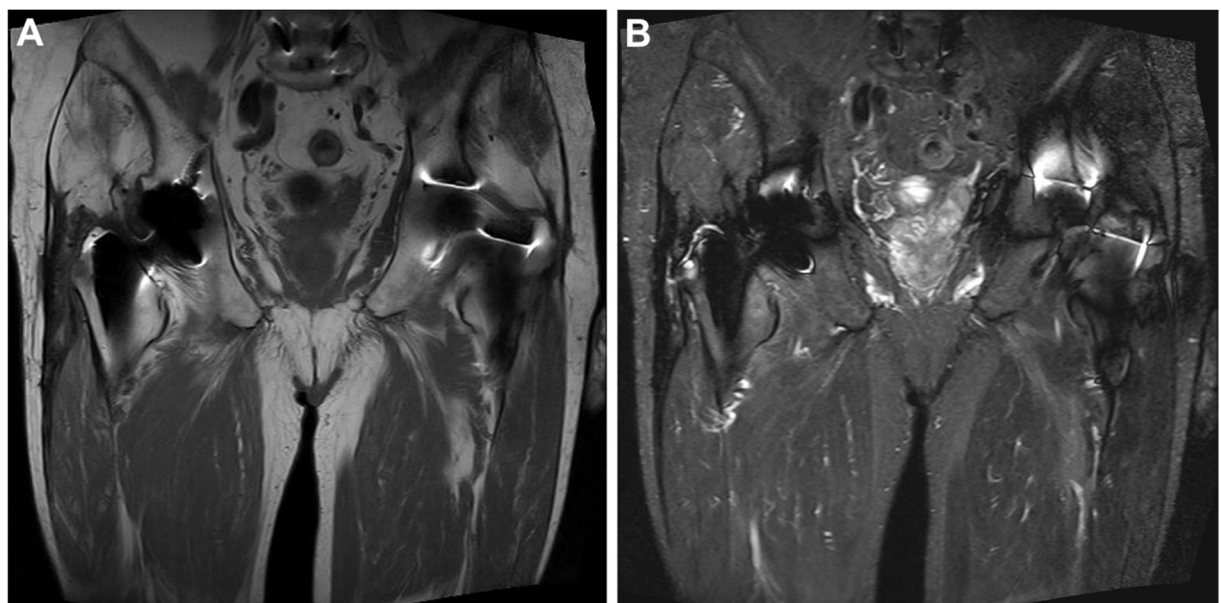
(A) MRT T1 Wichtung drei Jahre postoperativ zeigt die intakte Reinsertion des GMed und eine intakte Patchplastik. (B) Die STIR Wichtung zeigt ein Knochenödem im Reinsertionsbereich des GMed am GT [Fink und Braun 2018].
